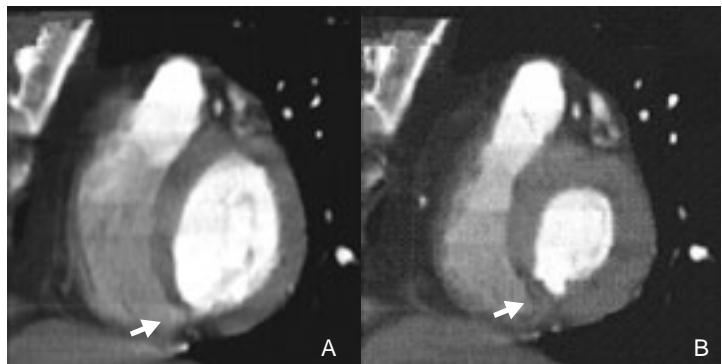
CT-16MC en diástole (A) y sístole (B) donde se observa disminución del engrosamiento sistólico inferoseptal (flechas).
